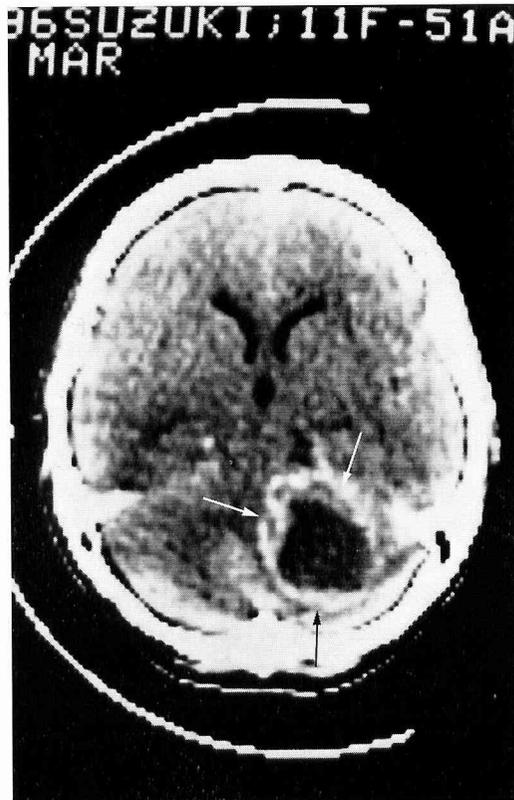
症例9のCTスキャン，右小脳橋角部の腫瘍陰影
